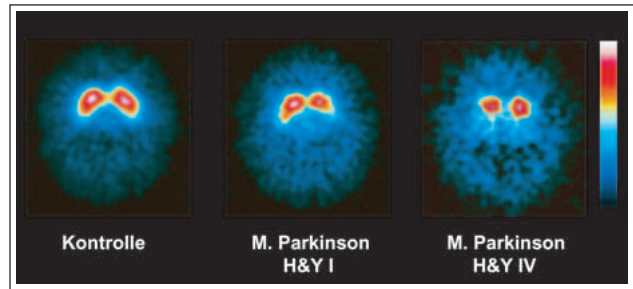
β -CIT-SPECT bei einer gesunden Kontrollperson, einem Patienten mit rechtsseitigem M. Parkinson (H & Y 1) und fortgeschrittenem M. Parkinson (H & Y 4). Seitengleiche kommaförmige Darstellung des Striatums bei der Kontrollperson. Linksbetonte Reduktion der striatalen Bindung bei rechtsseitigem Hemiparkinson. Ausgeprägte bilaterale Bindungsreduktion im Striatum und scheinbar verstärkte unspezifische Bindung im Kortex (Skalierungseffekt) bei fortgeschrittenem M. Parkinson. Axiale Schichten auf Höhe der maximalen Bindung im Striatum. © W. Pirker, Universitätsklinik für Neurologie, Wien.
